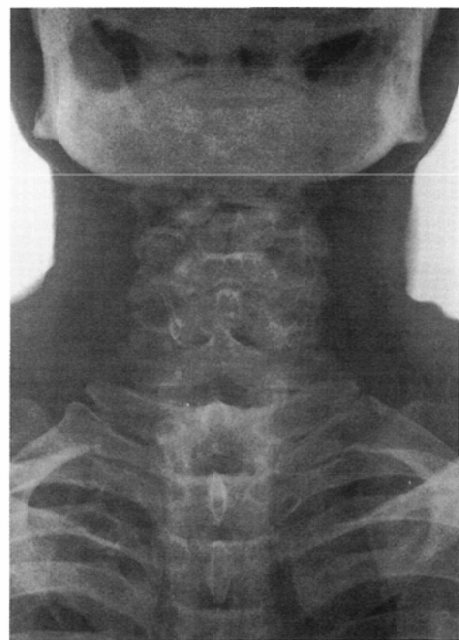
Dual-energy subtraction radiograph (bone image). The skeletal structure and calcified foci are clearly imaged.
